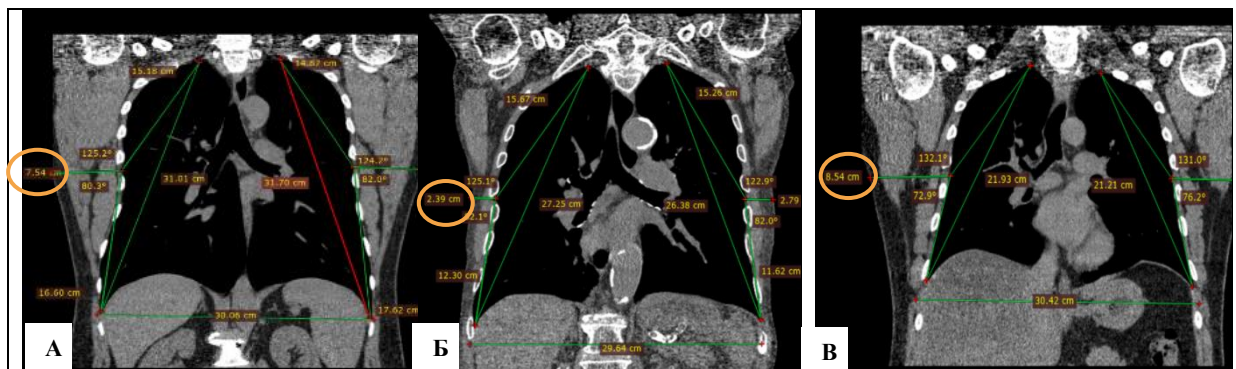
Толщина подкожно-жировой клетчатки, вычисленная по данным КТ, при различных типах телосложения пациента: А. нормостенический тип; Б. астенический тип; В. гиперстенический тип.
